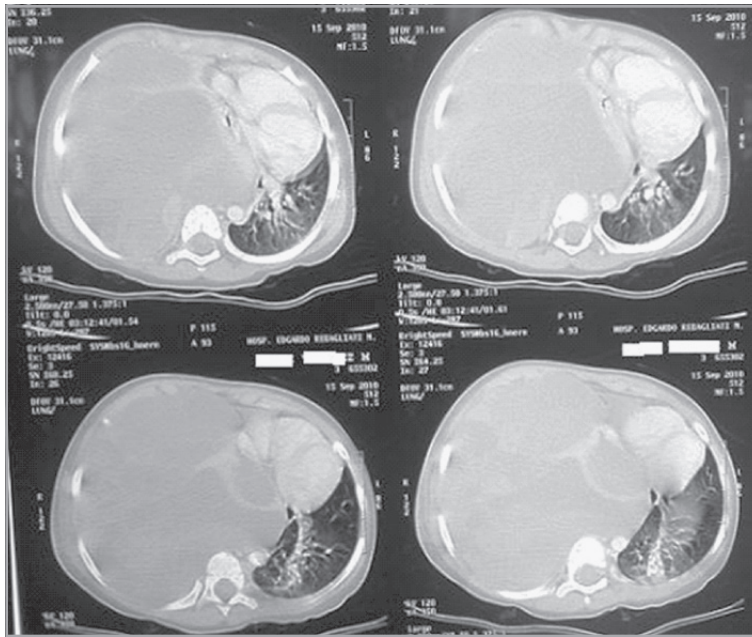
Tomografía torácica de reingreso, corte axial, ventana pulmonar. Se observa gran desplazamiento de mediastino con desplazamiento y compresión de cavidades cardíacas así como gran compresión de parénquima pulmonar contralateral.
